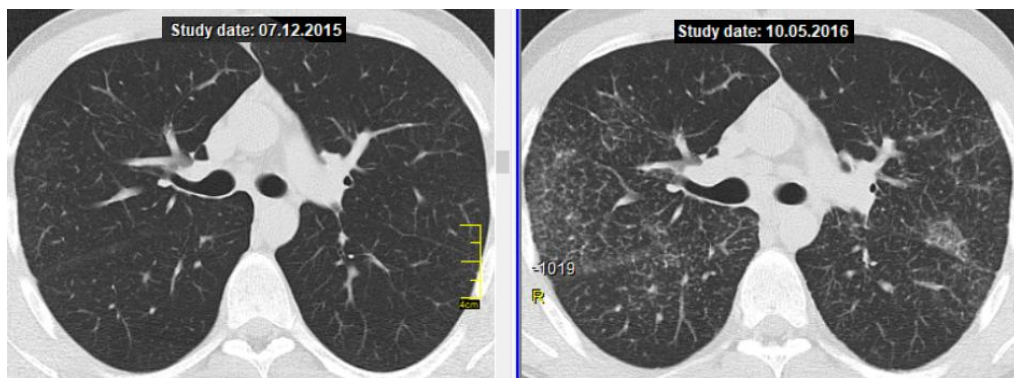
КТ хворого В., 26 років. Зліва – візит клінічного вилікування, відміна ГКС-терапії, справа – рецидив.
